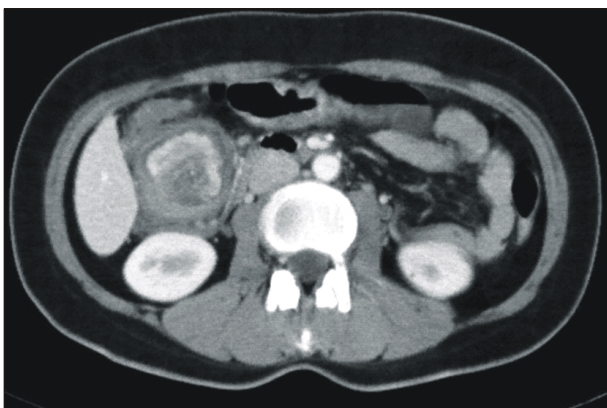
CT finding shows an intestinal obstruction caused by a transverse colonic intussusception. A target lesion consistent with an intussusception is present in the transverse colon.
